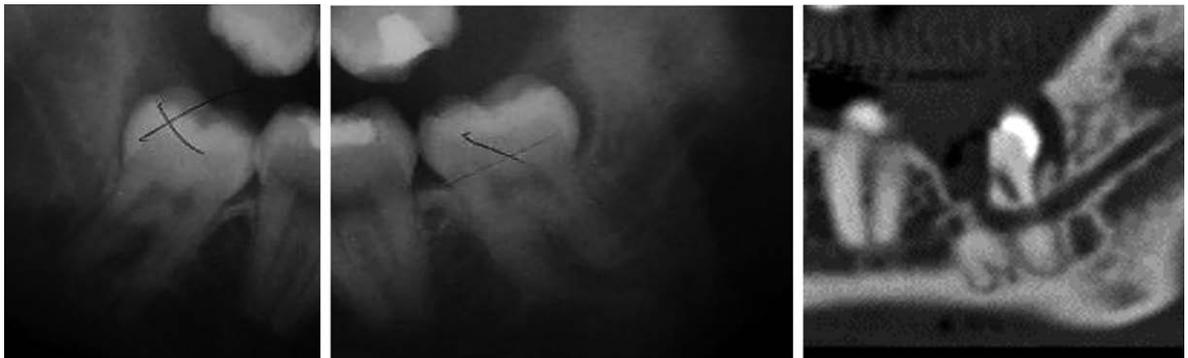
Paziente che subisce ex 38 e 48 patologici sulla base di una OPT (particolari a sinistra), presso struttura pubblica. Estratto 38 in regime ambulatoriale da cui consegue lesione NAI, che si suppone temporanea. Estrazione 48 in ambulatorio sospesa per difficoltà tecniche. Sottoposta a TC (a destra) e successivamente ad estrazione del 48 in narcosi. Esita lesione permanente dei NAI.
